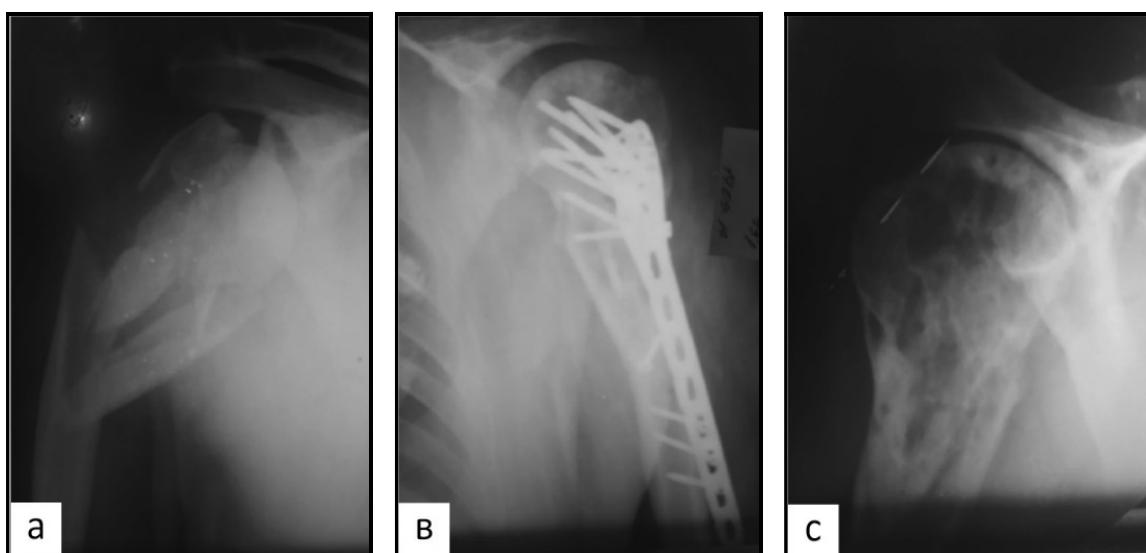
Radiographs of patient D., 45 years old, before and after osteosynthesis with a plate and screws: before surgery (a), after surgery (b), 4 months after removal of metal structures (c).
